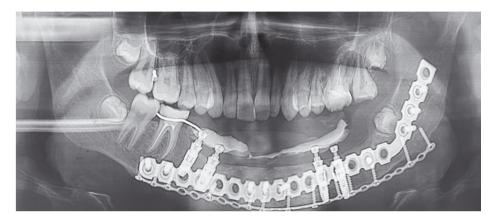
Ортопантомограмма после установки дентальных имплантатов
